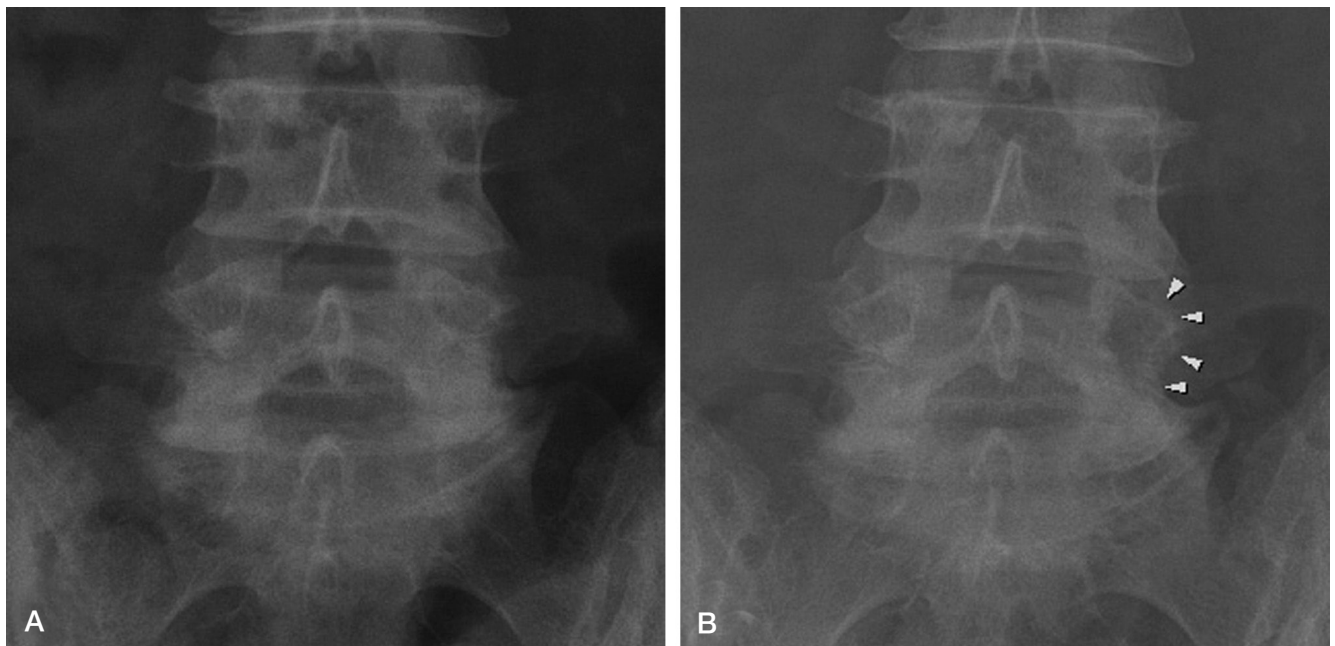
Radiographic studies. (A) Preoperative anteroposterior plain radiograph is obtained in a 73-year-old man with a left-sided L5 radiculopathy and an L5-S1 extraforaminal stenosis. A large accessory process and laterally projecting osteophytes are present. (B) Postoperative radiograph demonstrate that the osseous boundary of the extraforaminal exit is decompressed. Note the changes (arrow heads) in the respective pedicle and transverse processes on the left side of L5.
